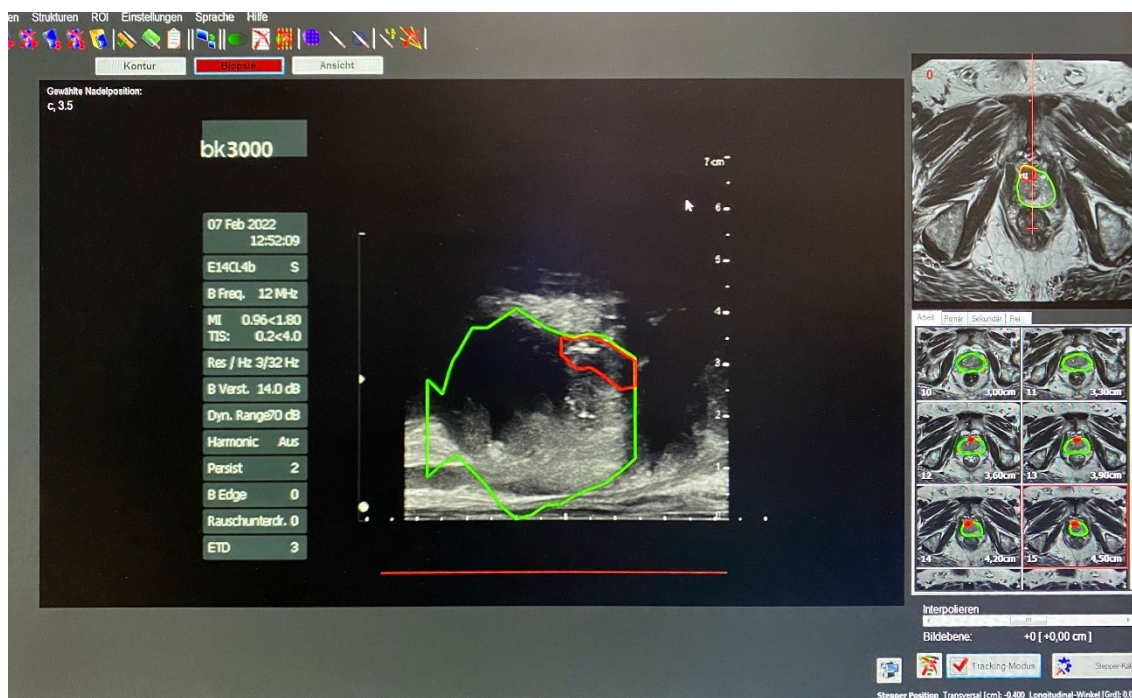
Fusion der mpMRT Bilder mit Sonographiebildern
